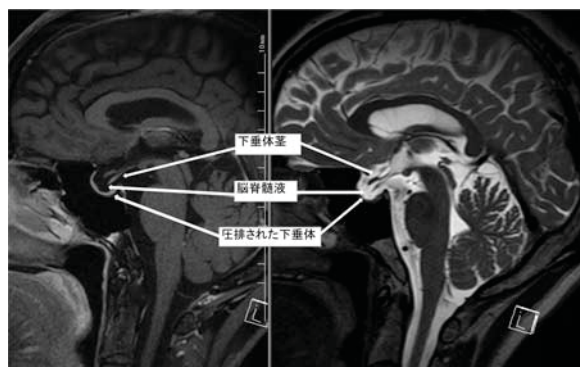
MRI of the head revealed empty sella. The sella turcica appeared black (low intensity) on T1-weighted imaging (left), and white (high intensity) on T2-weighted imaging (right), indicating the sella turcica was filled with cerebrospinal fluid (CSF). The pituitary gland was compressed to the floor of the sella turcica by the CSF.
